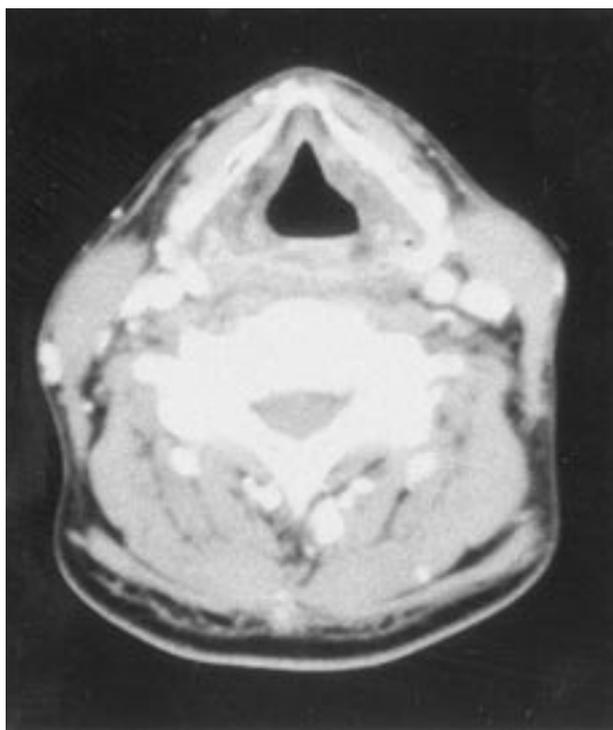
カルボプラチン - UFT 療法前の頸部 CT (症例1)
